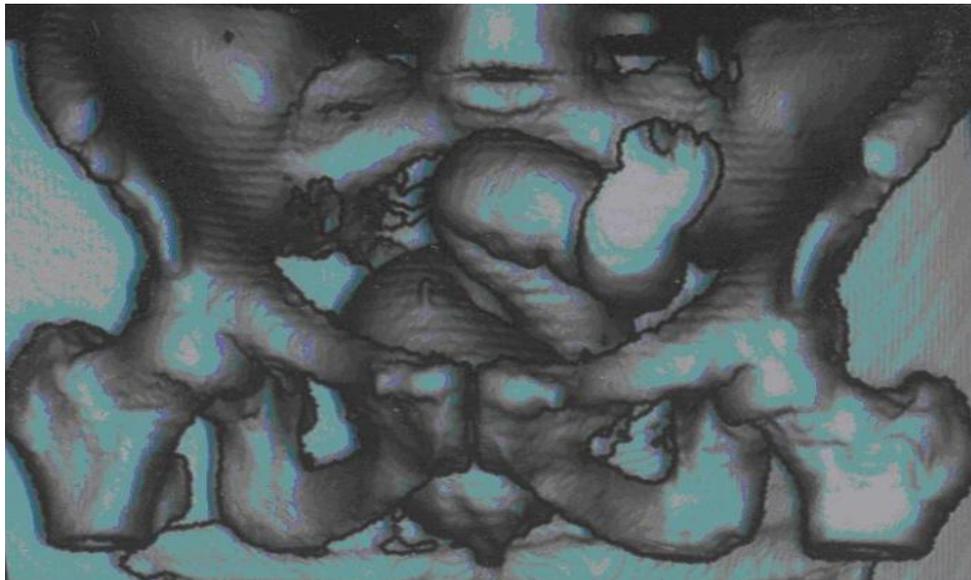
Компьютерная томография с 3D реконструкцией культи прямой кишки
